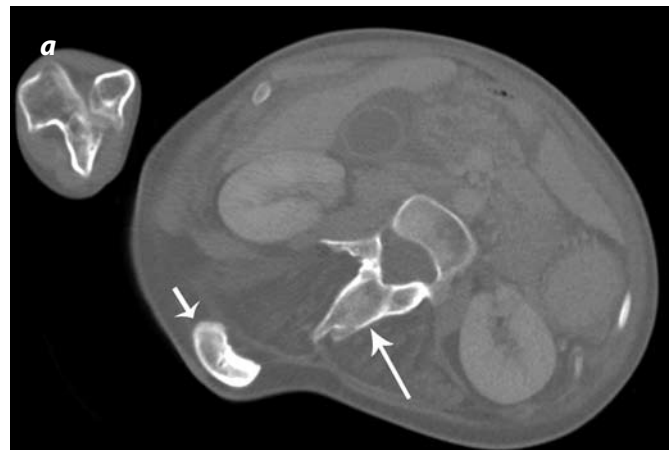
(a, b, c). Tomografía computarizada. Se observan focos de osificación extraesquelética, con compromiso paravertebral (flecha corta en [a]), que demuestran componente cortical y trabecular, con alteración en la morfología de los elementos posteriores (flecha larga en (a)), y asociados, a su vez, a osificaciones del glúteo medio izquierdo (flecha en (b)), que siguen la orientación de las fibras musculares. También se encuentra compromiso de los músculos insertados en la apófisis coracoides derecha (flecha en [c]).
